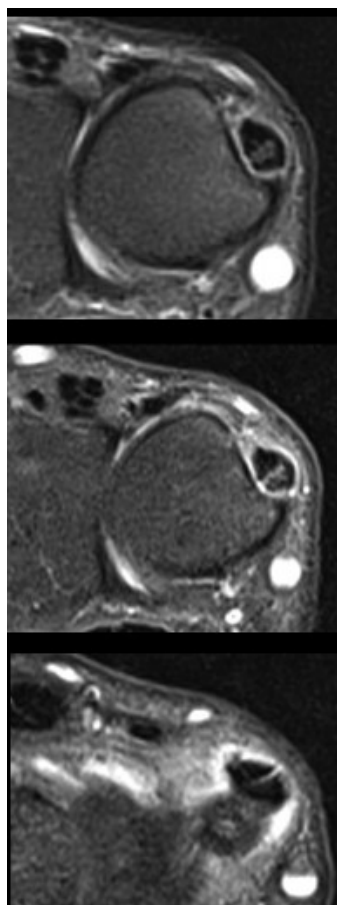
coupes IRM successives de haut en bas d'une ténosynovite fissuraire du tendon extenseur ulnaire du carpe
